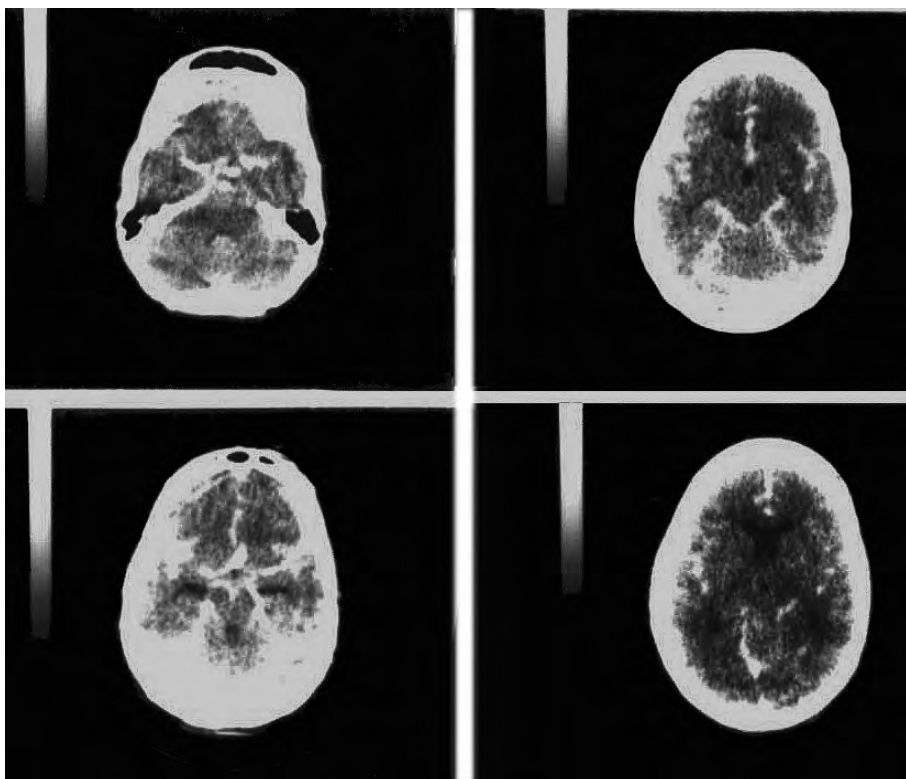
TC de admissão da paciente do caso nº 1.
